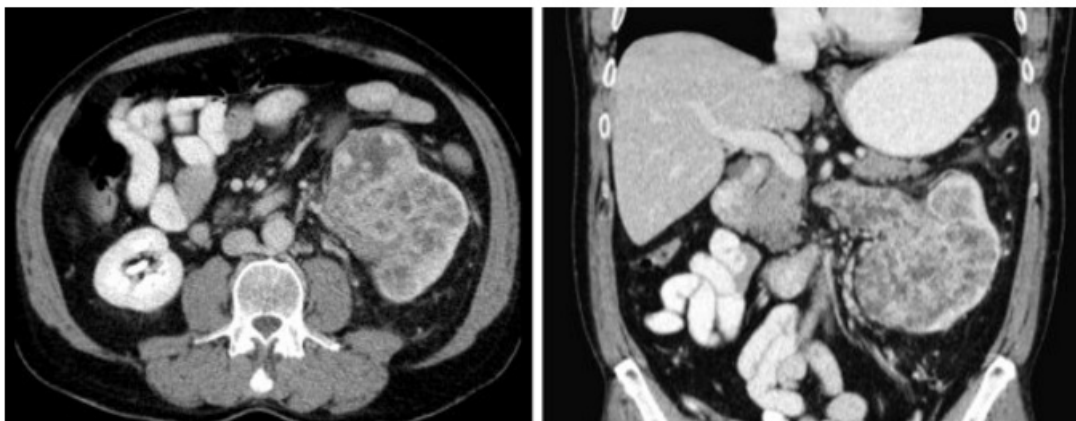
CT-Abdomen bei pT3a NZK mit Infiltration in Nierenvene und Vena cava inferior; Transversales Schnittbild (links) und koronare Rekonstruktion (rechts)⁷⁵
